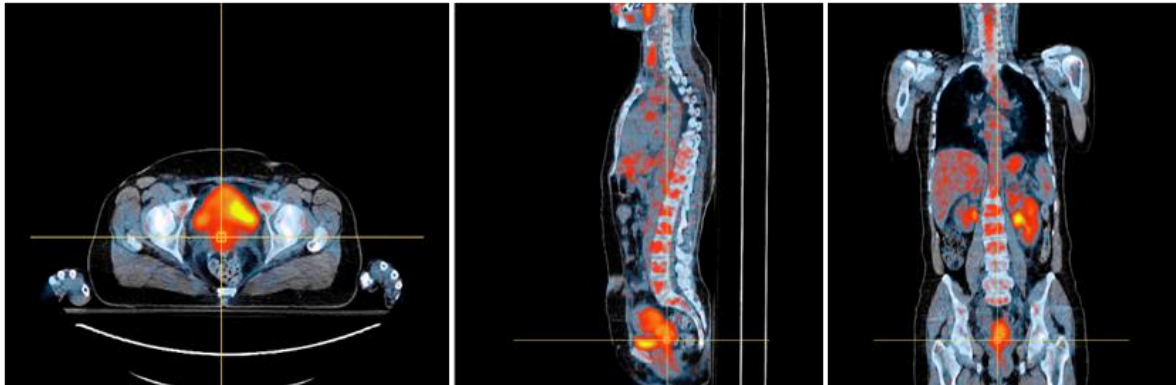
Cortes axiais, coronais e sagitais de ^{18}F -FDG PET/CT obtidos em fase de diagnóstico. As linhas de referência encontram-se sobre o tumor primário. Podemos apreciar ainda a extensão da lesão ao corpo uterino.
